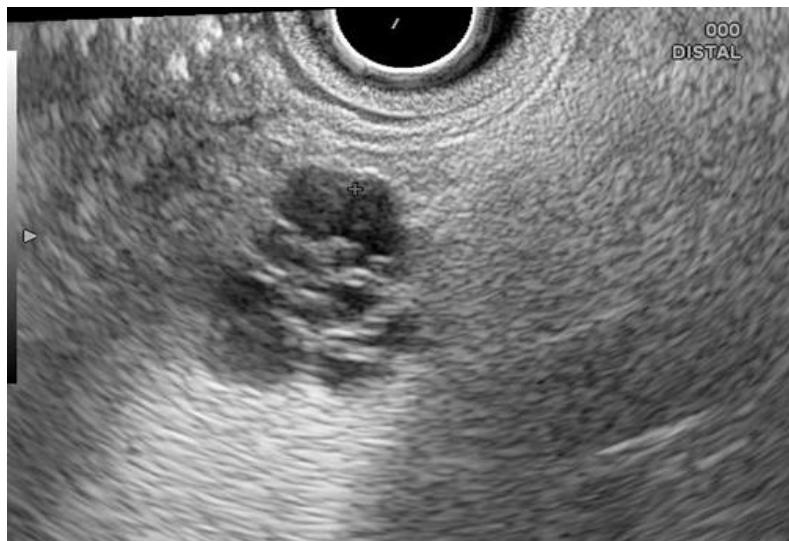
Imagen de una lesión quística serosa en ultrasonografía endoscópica.
